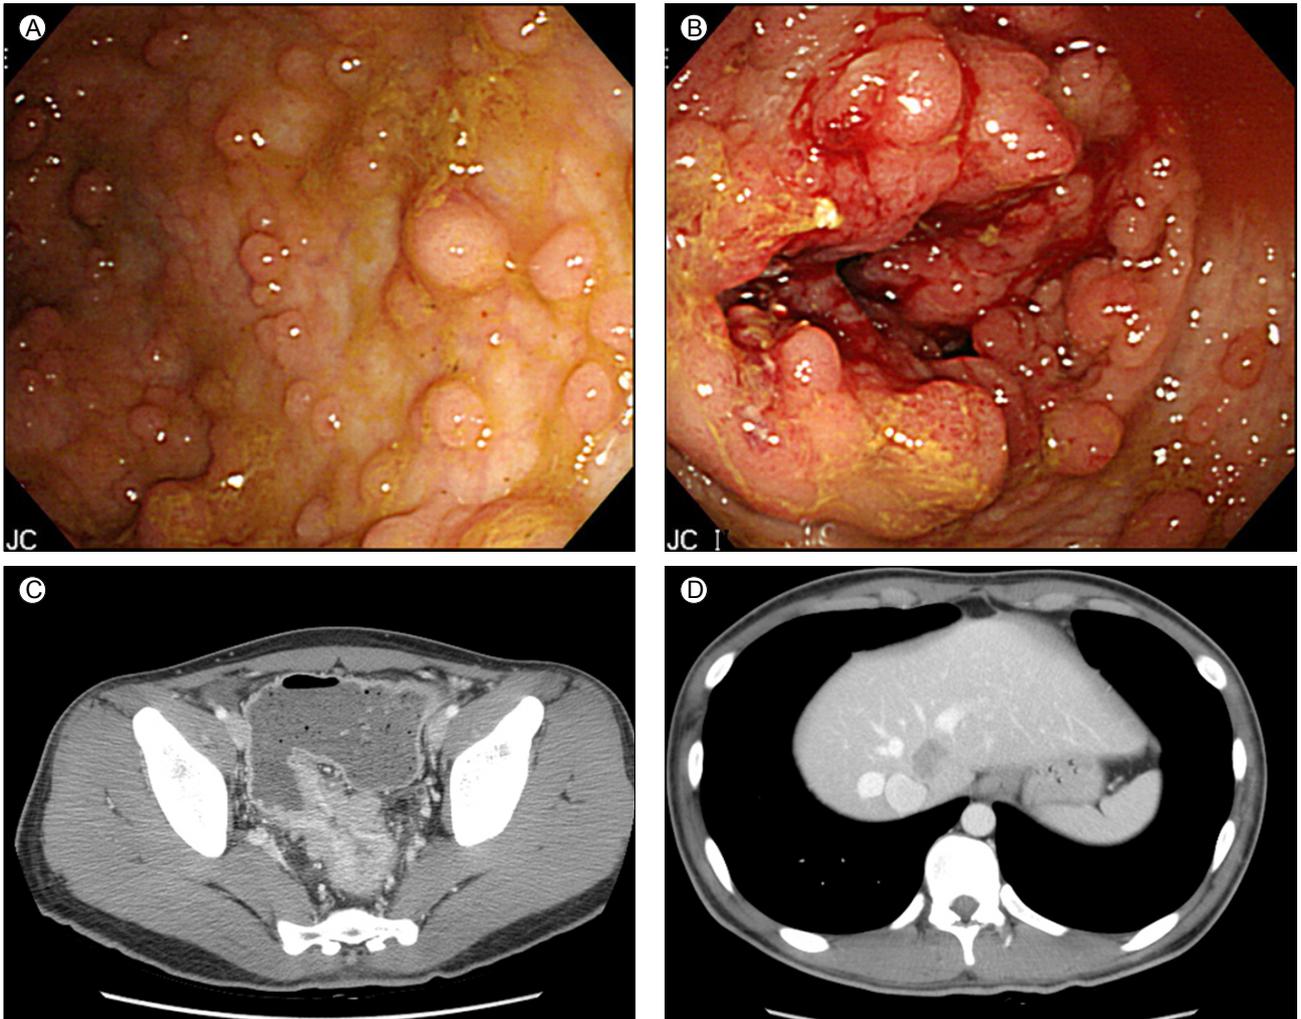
Initial colonoscopy (A, B) and computed tomography (C, D) findings. (A) Multiple polyps in the rectum. (B) The lumen of the colon is narrowed by polypoid lesions (above anal verge 15 cm). (C) Wall thickening and enhancement of a long colonic segment extending from the sigmoid colon to the proximal rectum. (D) A low-density mass (2.3 cm) in area S4 of the dome of the liver suggests hepatic metastasis.
